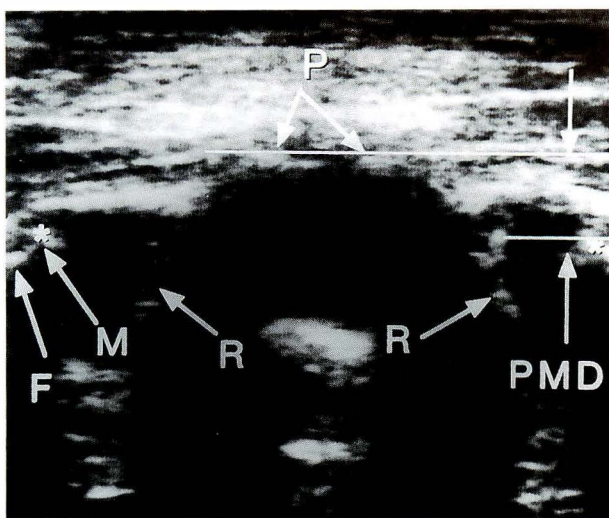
正常股関節超音波画像 P: 恥骨結節, F: 大腿骨骨幹部, M: 骨幹端, R: 弓状エコー帯, PMD: 恥骨—骨幹端距離
